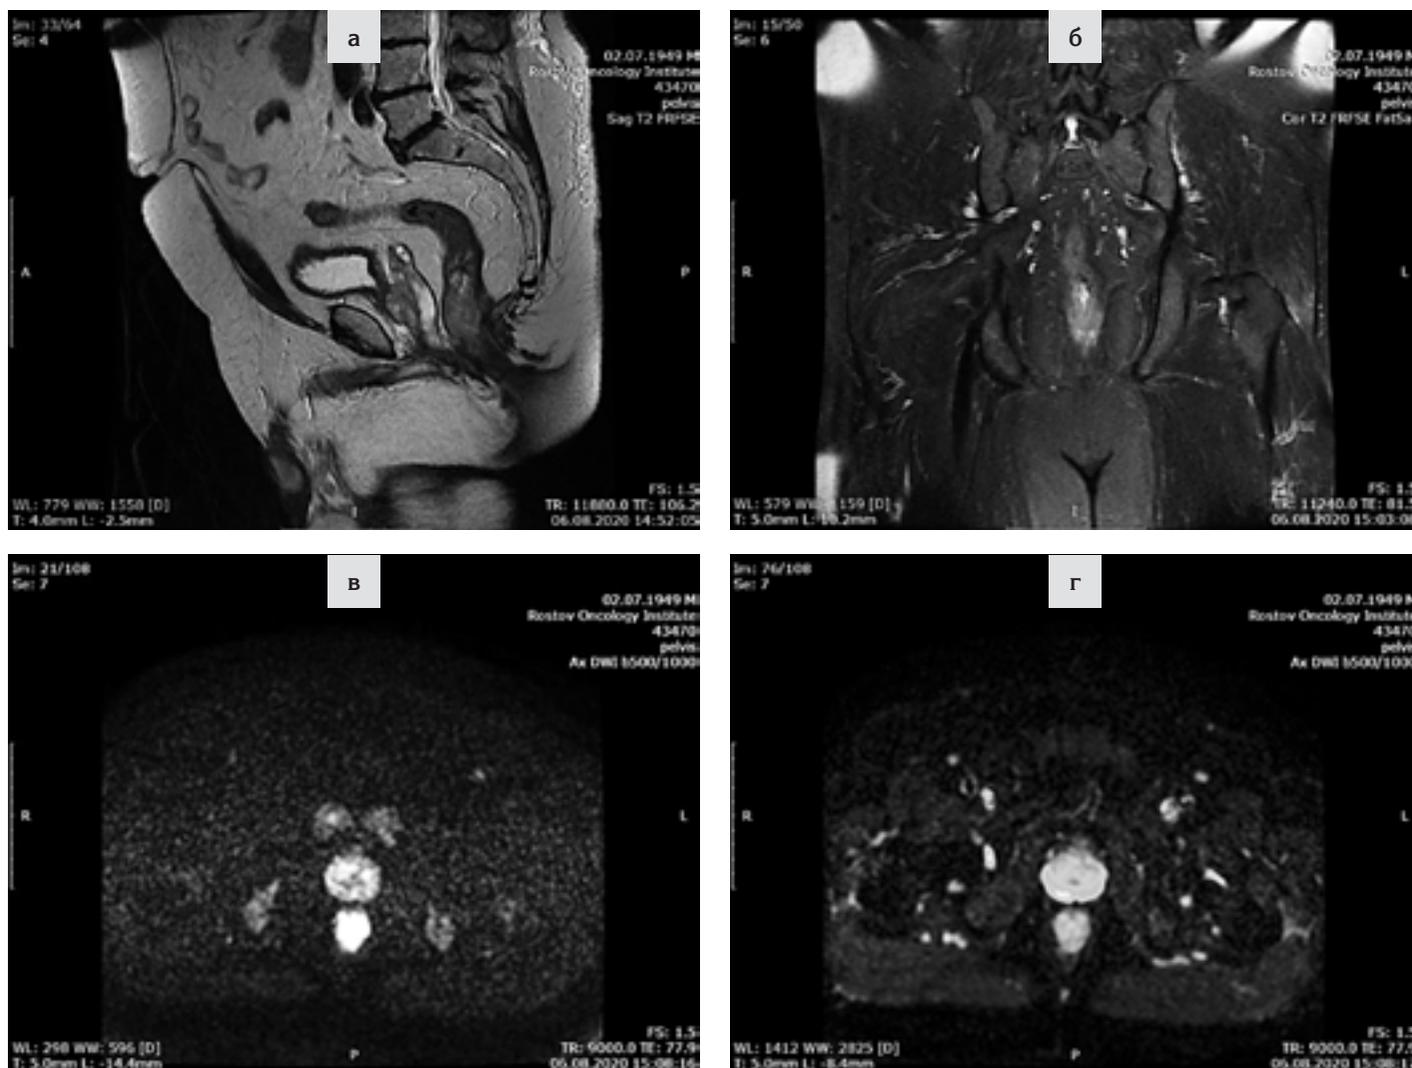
МР-семиотика рака ампулы прямой кишки с распространением на анальный канал: а — на T2ВИ сигнал от опухоли умеренно гиперинтенсивный относительно скелетных мышц; б — на FatSat сигнал от опухоли также гиперинтенсивен; в, г (нижний ряд) — диффузные изображения: DWI с диффузионным фактором (*b*-фактором 500 и 1000 с/мм^2), сигнал от опухоли гиперинтенсивный, ADC $0,00069-0,00071 \text{ мм}^2/\text{с}$. Верификация — ра №496/2039—43 от 06.02.2020 г. — G2 аденокарцинома.
